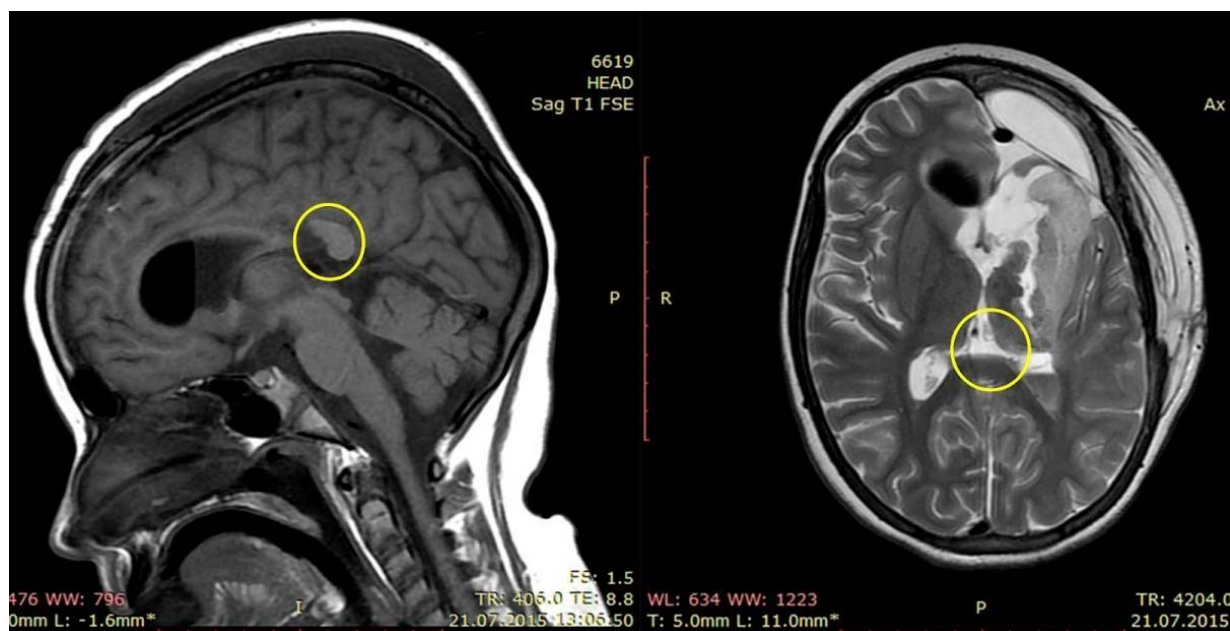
Контрольная МРТ выявила непересеченный участок мозолистого тела и больших щипцов (выделен желтым кругом)
